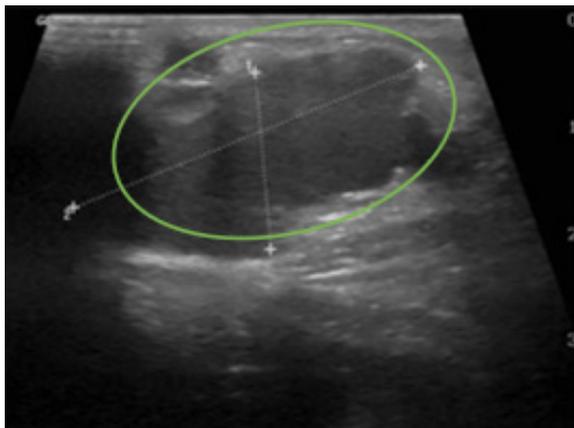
En la ecografía se observa una estructura cilíndrica dilatada y anecoica que se continúa con una de mayor tamaño, de contornos lobulados, bien definida e hipoeoica, con septos en su interior 3,5 x 1,6 cm. No se identifica componente sólido o calcificaciones y no presenta flujo al aplicar el Doppler color.
